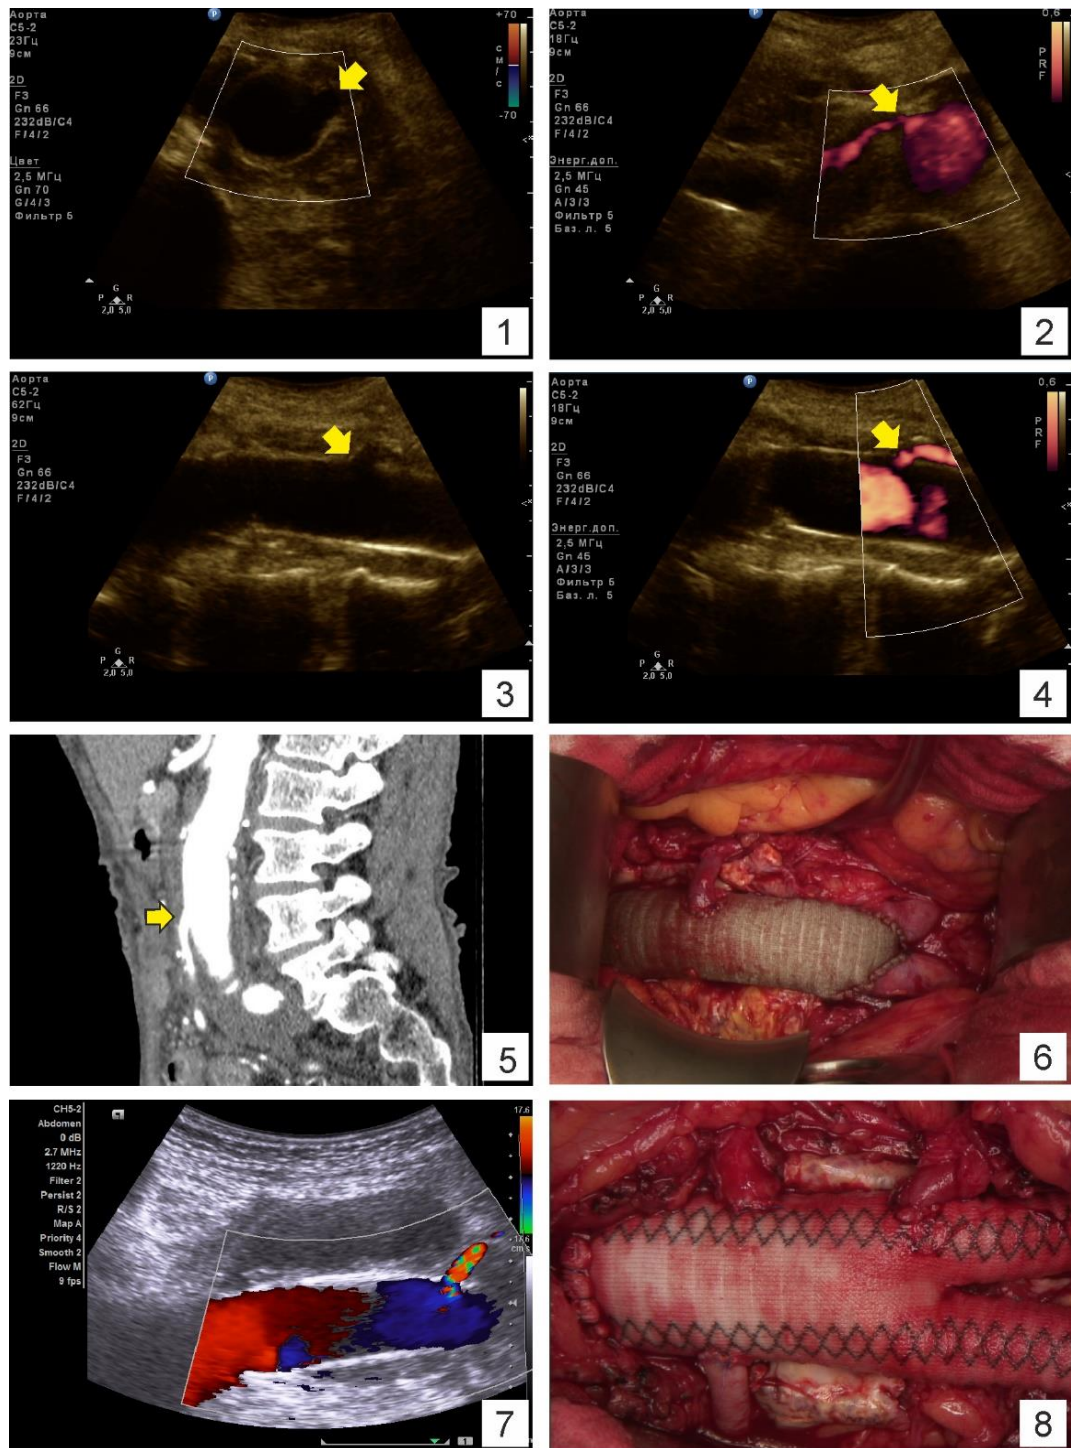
Ультразвуковая картина после реплантации в протез сосудов малого калибра. Пациент Т., 76 лет. 1, 2 – сонограммы в поперечном сечении: выявляется зона анастомоза и кровотока по НБА (стрелки); 3, 4 – тот же случай, сканирование в продольном сечении (стрелки); 5 – МСКТ(А), стрелкой указана устье реплантированного сосуда; 6 – интраоперационный вид. 7 – Продольное сканирование, реплантированная НБА у пациента с забрюшинной гематомой: четкий контур сосуда позволяет дифференцировать его и исключить экстравазацию. 8 – Интраоперационное изображение множественных реплантаций ветвей аорты: двух добавочных почечных и нижней брыжеечной артерий
